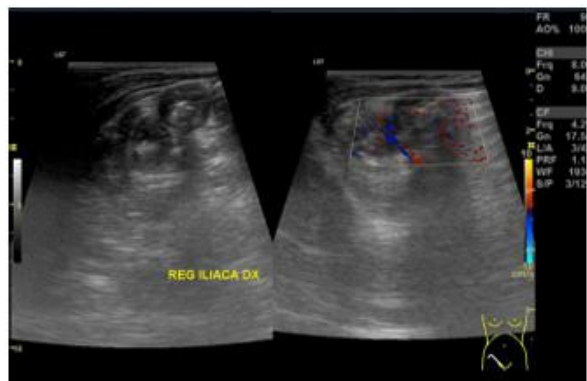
USG menunjukkan gambaran 'pseudokidney sign' pada potongan transversal, serta pada color doppler tidak ditemukan adanya vaskularisasi pada dinding usus.
